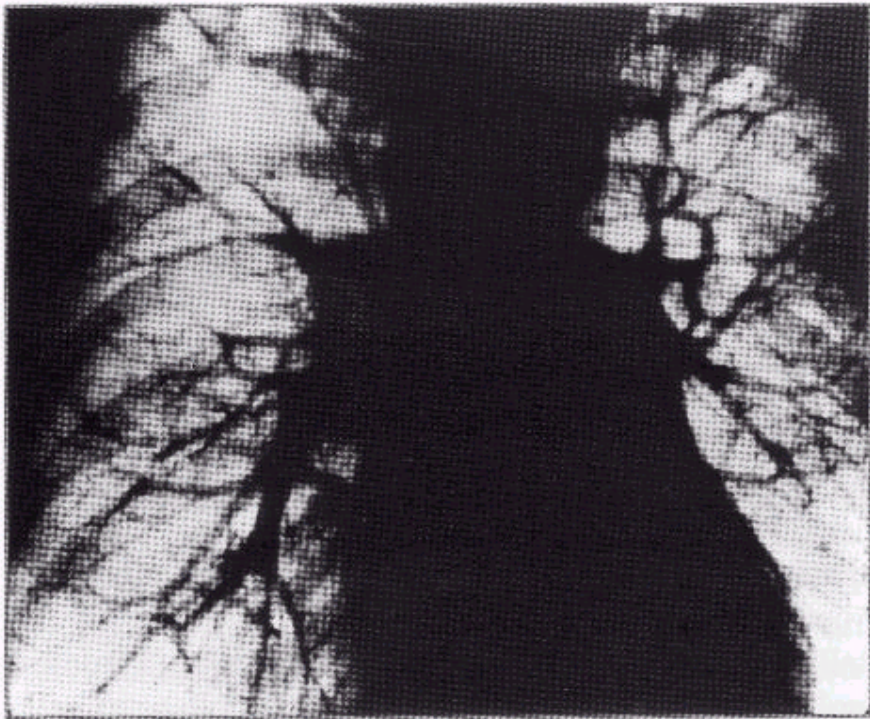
IP primitiva. Radiografia del torace. Si noti la particolare dilatazione dei vasi polmonari centrali che contrasta con la normale trasparenza dei campi polmonari.
